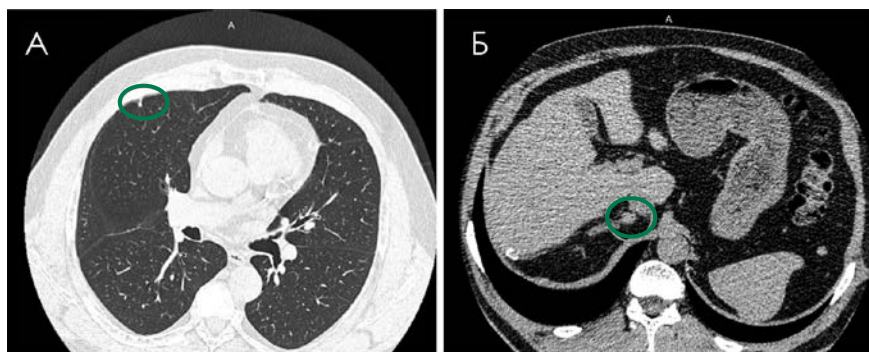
А. КТ ОГК. Метастаз в средней доле правого легкого. Б. КТ ОБП. Метастаз в правом надпочечнике. МТС обведены зеленым цветом. Собственное наблюдение.
